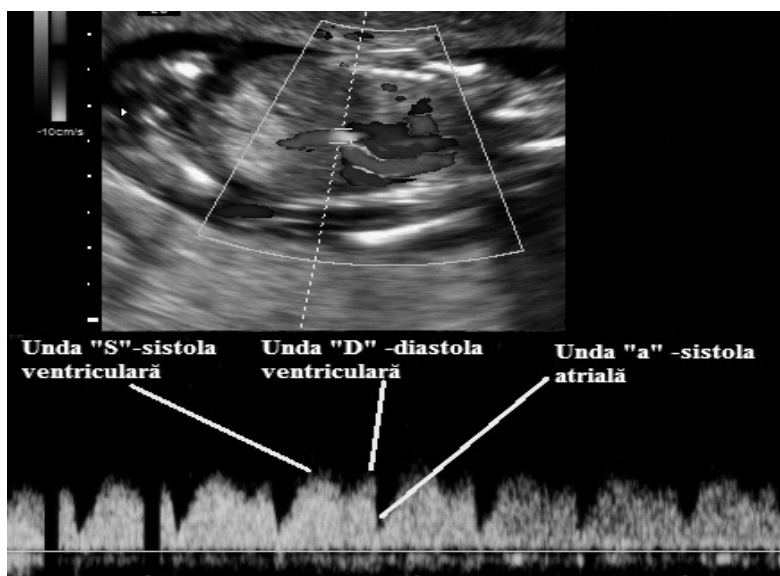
Măsurarea ductului venos fetal, identificat prin Doppler color la nivelul originii din vena ombilicală. Secțiune toraco-abdominală în Doppler color. Analiza circulației vasculare la nivel de "ductus venosus". Vizualizarea ductului venos la nivelul emergenței sale din vena ombilicală. Identificarea ductului venos prin fenomenul de "aliasing" (în galben) și a spectrului compus din trei unde: unda "S" – sistola ventriculară, unda "D" – diastola ventriculară, unda "a" – sistola atrială. Unda "a" pozitivă
